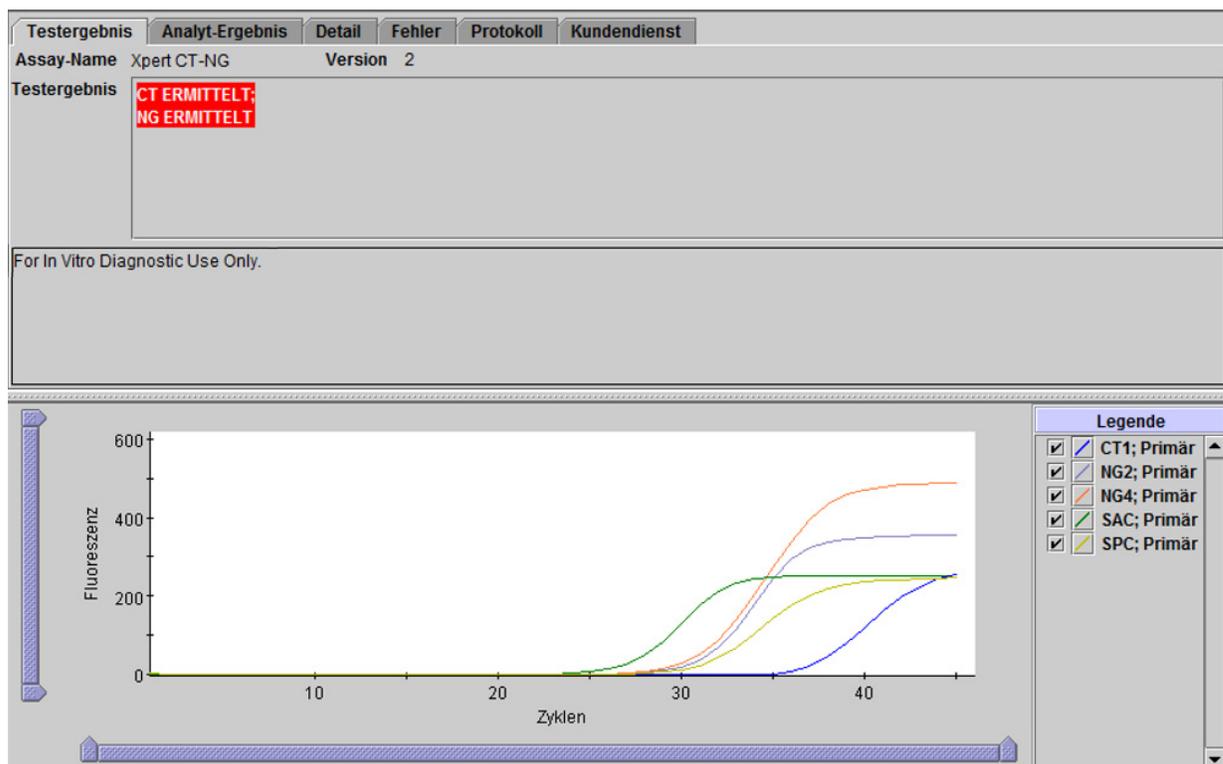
Xpert CT_NG – CT ermittelt und NG ermittelt
